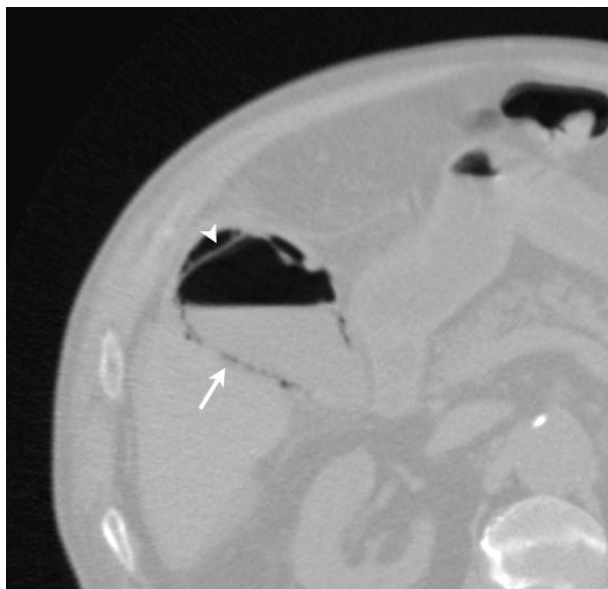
TC abdominal en un paciente con colecistitis aguda gangrenosa. Se aprecia el aire en la pared vesicular y una membrana intraluminal.
